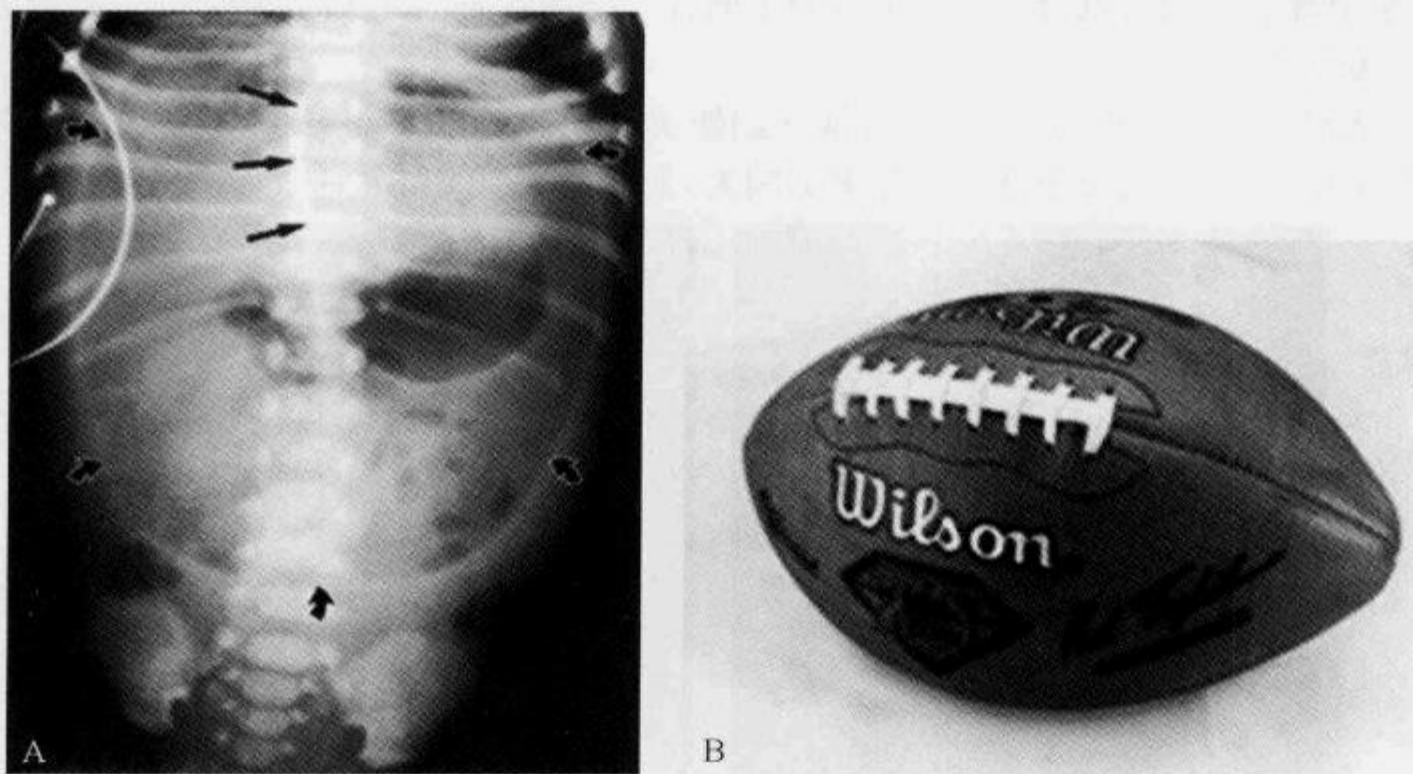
仰卧位腹部 X 线平片示“足球征”
